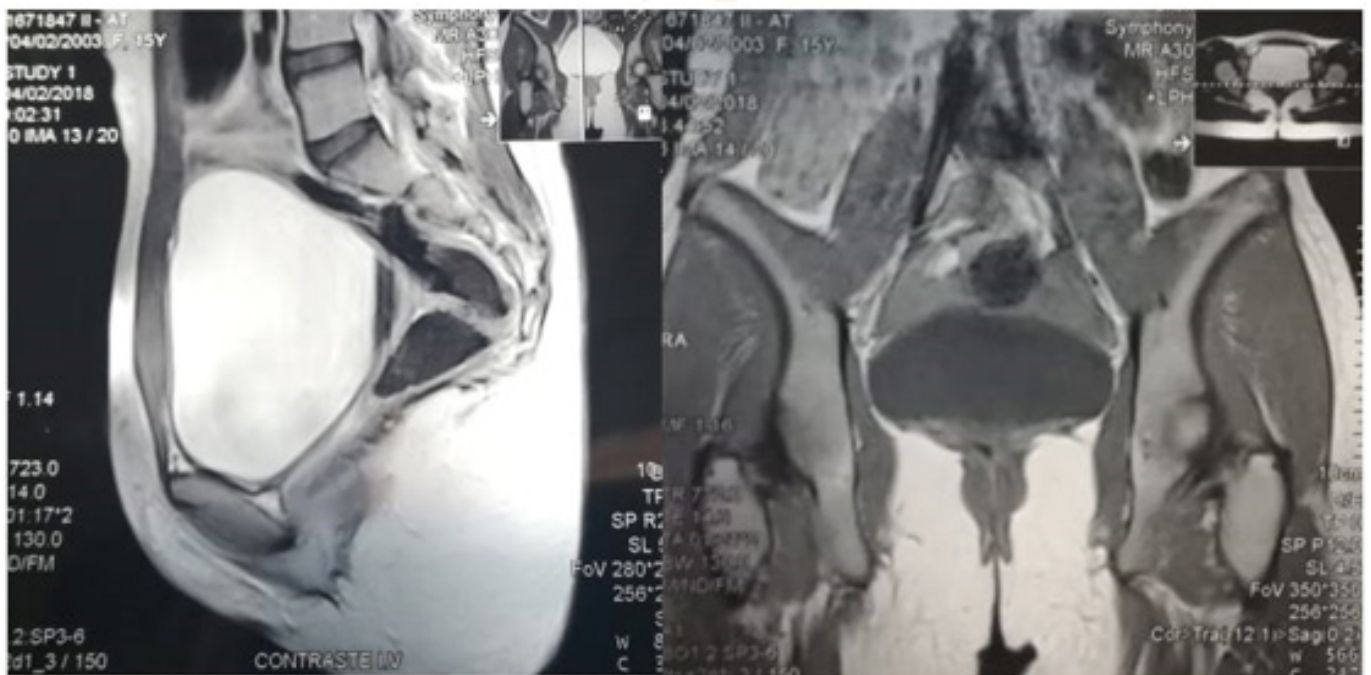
Imagen por resonancia magnética el 29/05/2018 que reporta:
